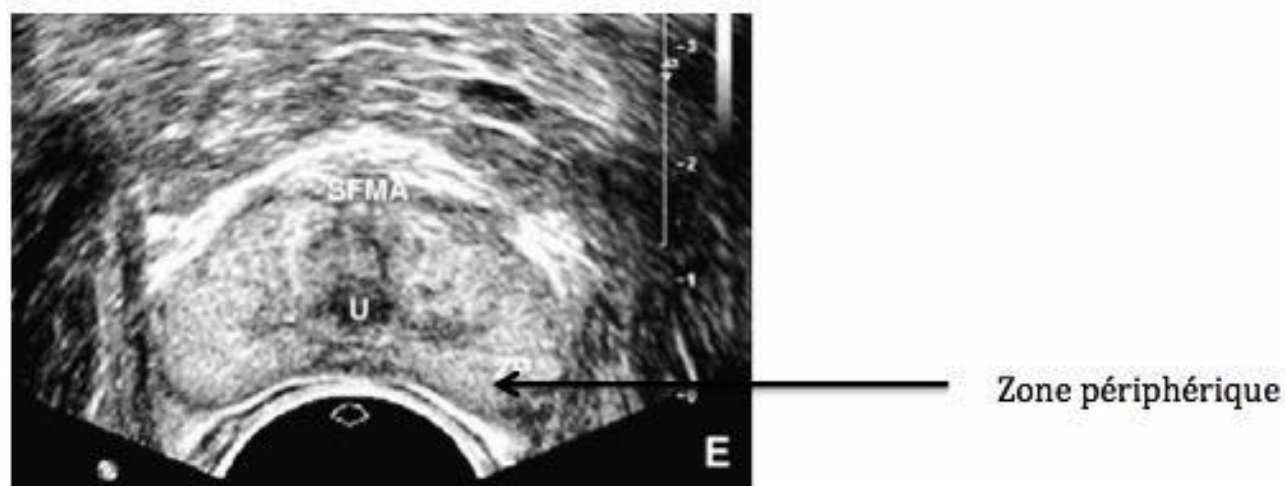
coupe échographique transversale prostate normale au niveau de la partie moyenne, d'après Puech dans "EMC"
